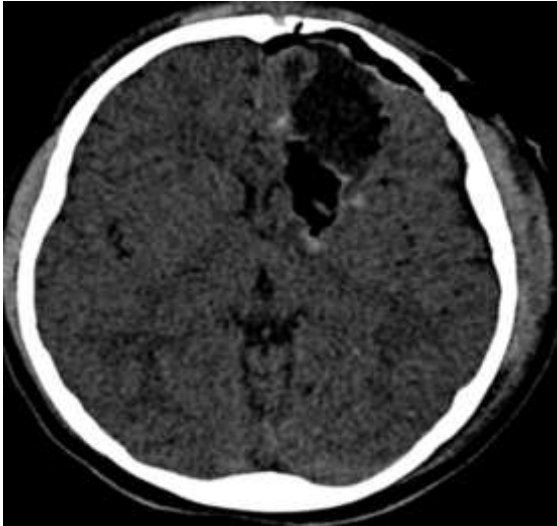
Tomografía cerebral post operatorio, no sangrado de lecho operatorio.
